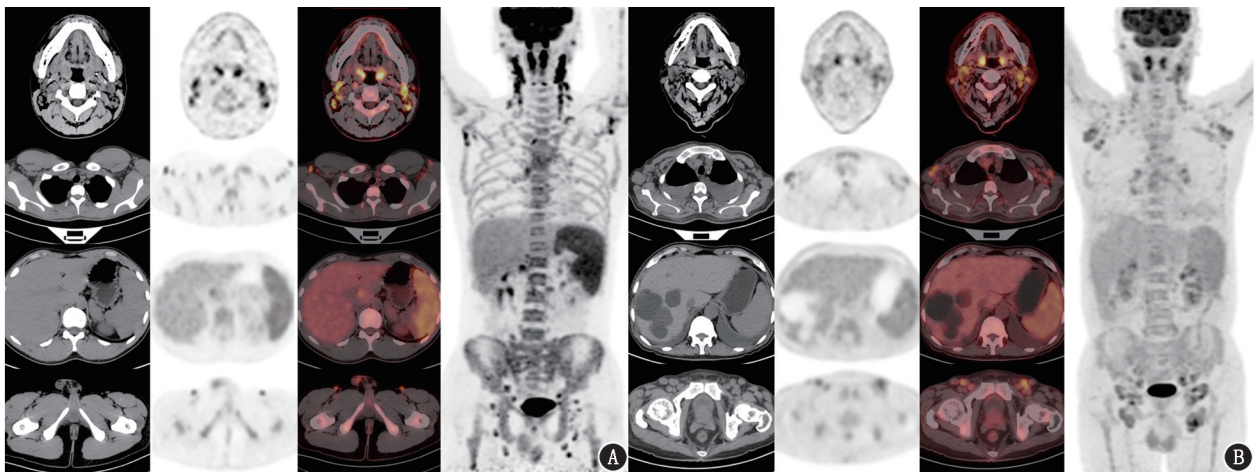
传染性单核细胞增多症患者 ^{18}F -脱氧葡萄糖(FDG)PET/CT显像图。A.患者男,20岁;显像示全身浅表淋巴结(双侧颌下、颌下、咽后、耳前、颈血管鞘周围、颈深、颈背、锁骨区、双侧腋下淋巴结)、深部淋巴结(前纵隔及气管旁、肝门、胰头、腹膜后及双侧膈内、膈外淋巴结)、肝、脾不同程度增大及 ^{18}F -FDG放射性摄取增高,全身骨髓放射性摄取弥漫性轻度增高,最大标准摄取值(SUV_{max})为7.9;B.患者男,77岁;显像示全身浅表淋巴结(双侧颌面部、双侧耳前、腮腺、颈深部、颈后、颈浅部、颌下、颌下、双腋下淋巴结)、深部淋巴结(纵隔内、双肺门、腹腔、腹膜后累及胰头上、门腔静脉间、小网膜囊、脾门、肠系膜根部及外周、腹主动脉周围及及双侧膈总、膈内外血管旁淋巴结)、腭扁桃腺、肝、脾不同程度增大及 ^{18}F -FDG放射性摄取增高,全身骨髓不同程度 ^{18}F -FDG放射性摄取弥漫性轻度增高, SUV_{max} 为3.0
